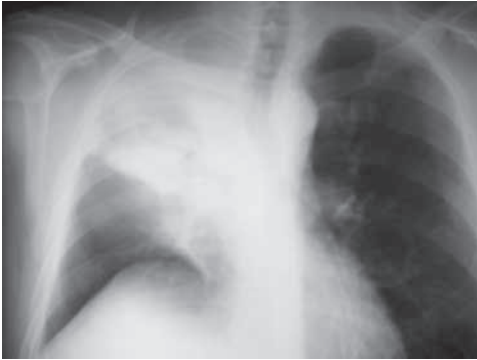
Atelectasia del lóbulo superior derecho por adenoma intrabronquial. La radiografía PA muestra una densidad homogénea de márgenes nítidos en el LSD. El borde inferior de la densidad lo constituye la cisura menor desplazada superomedialmente. Se observan varios signos indirectos de pérdida de volumen, como el desplazamiento hacia la derecha de la tráquea y corazón, elevación del hilio y hemidiafragma derecho y la hiperclaridad del lóbulo inferior derecho.
